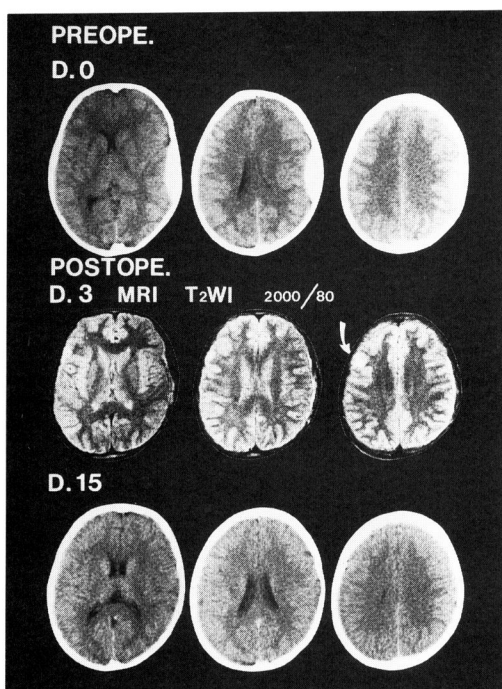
Case3 : CT scan demonstrated epidural hematoma in the right temporo-parietal region, this hematoma was evacuated surgically on day 0. T 2 weighted image on Day 3 revealed intracerebral traumatic lesion in the left frontal lobe. This lesion was not demonstrated on serial CT.
